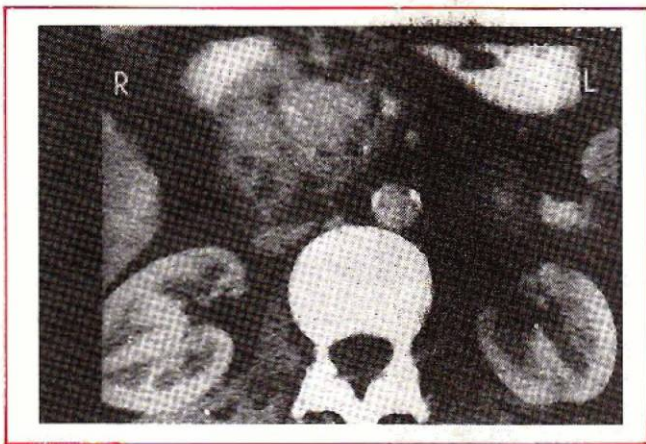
Homme de 40, éthylique, ayant un ictère rétentif avec à l'échographie une dilatation des voies biliaires et des canaux hépatiques. L'examen scanographique montre une tête pancréatique augmentée de volume avec des calcifications pancréatiques et une dilatation des canaux.
